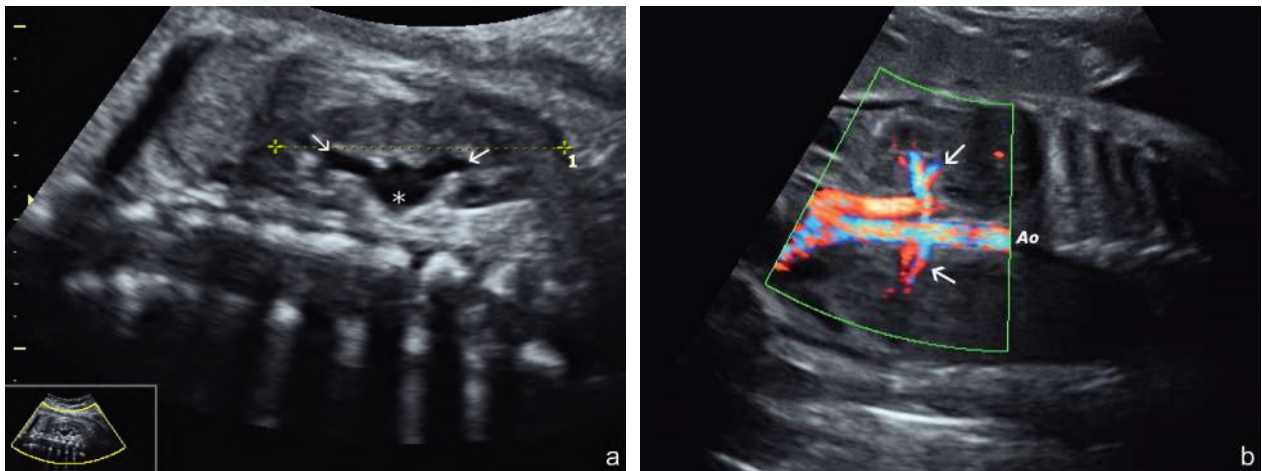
Reins, coupe frontale. a. Bassinet triangulaire (*), calices supérieur et inférieur (→) bien visibles. Mesure de la hauteur (1). b. Les deux pédicules rénaux (→) et l'aorte (Ao) en Doppler « énergie » (mode HD-flow).
